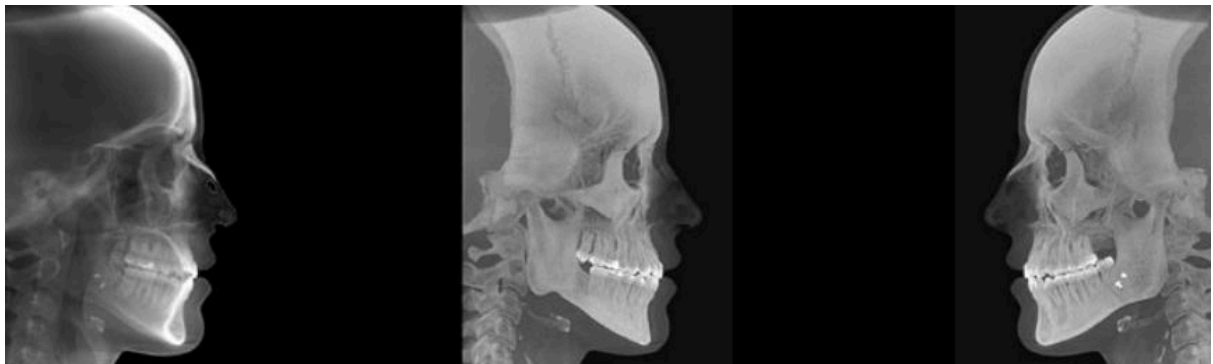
Imágenes laterales obtenidas con CBCT para valoración ortodóntica. ⁽¹⁰⁾
